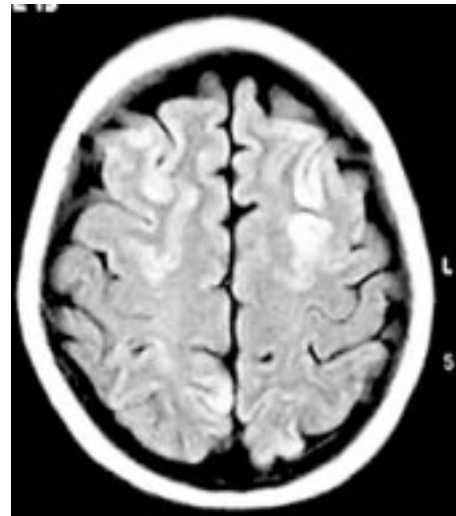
RM, secuencia FLAIR, muestra múltiples focos de hiperseñal córticosubcortical bilaterales en circunvoluciones frontales medias y parietooccipitales.
